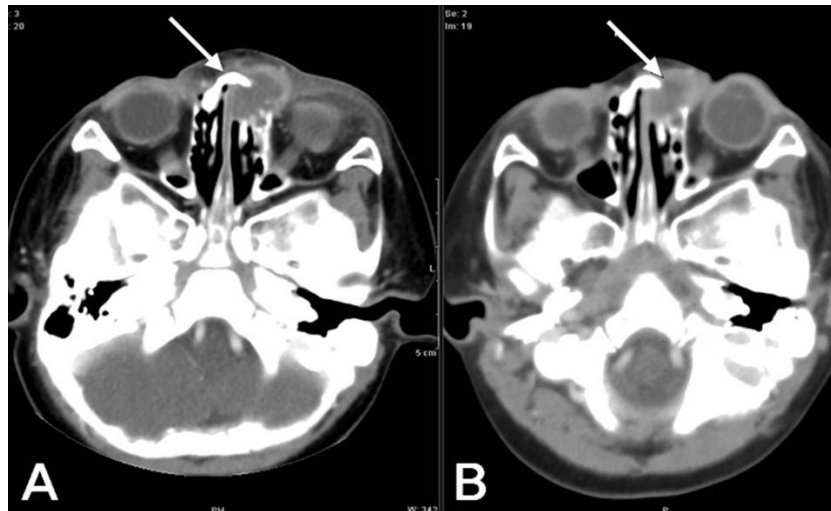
Pre-operative orbital CT showed a 1.7×2.0 cm² osteolytic mass involving the left nasolacrimal duct and left anterior ethmoidal air cell on the 1st (A) and 8th days (B) of admission. No remarkable change in size, but decreased infiltration of soft tissue in the nose and eyelid.
